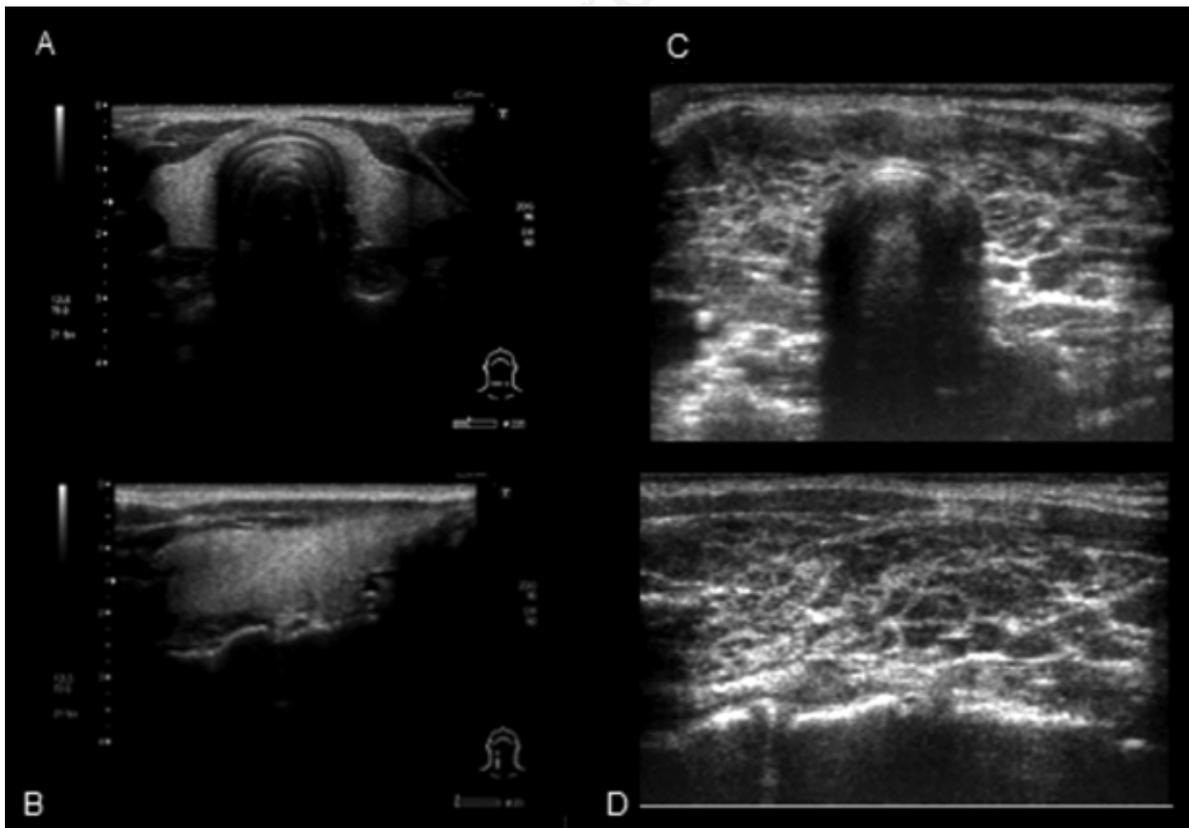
Ecografia tiroidea: A) scansione trasversale di tiroide normale; e C) di tiroidite di Hashimoto. B) Scansione longitudinale di tiroide normale; e D) di tiroidite di Hashimoto.
